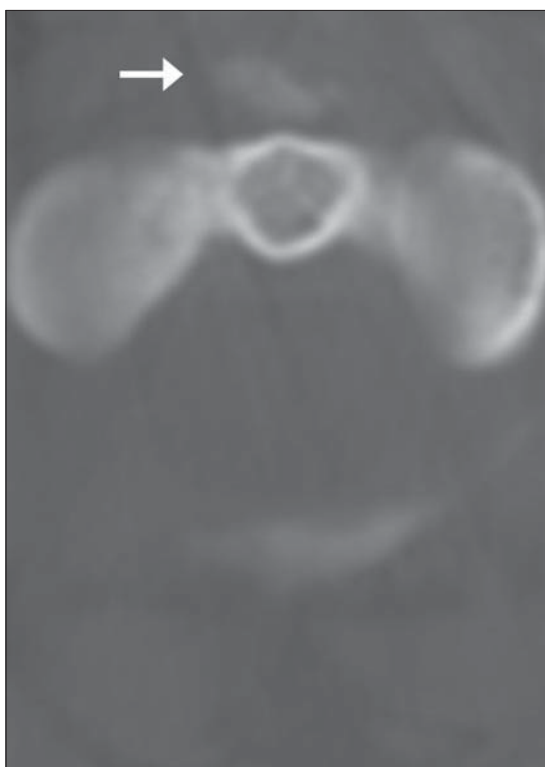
Tomografía Axial Computada cervical a nivel de C1, acercamiento de corte transversal, la flecha muestra calcificaciones prevertebrales que corresponden al tendón del músculo Longus Colli y edema del espacio retrofaríngeo.
